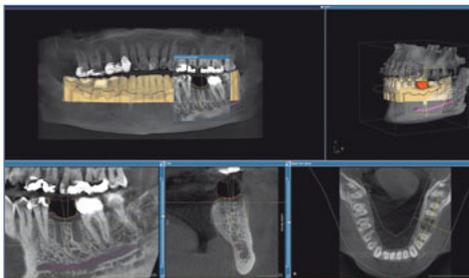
Datenmatching der geplanten Krone mit den 3D-Röntgendaten
